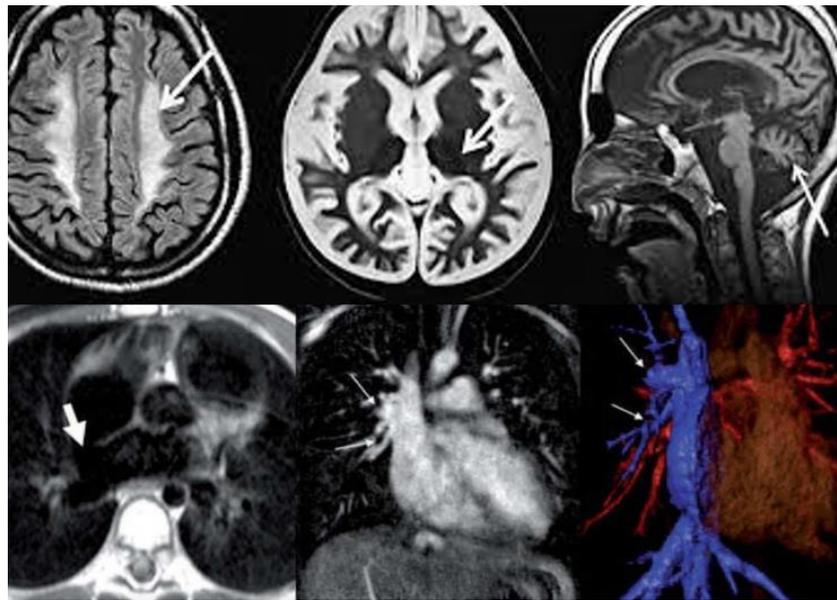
Imágenes por resonancia magnética
